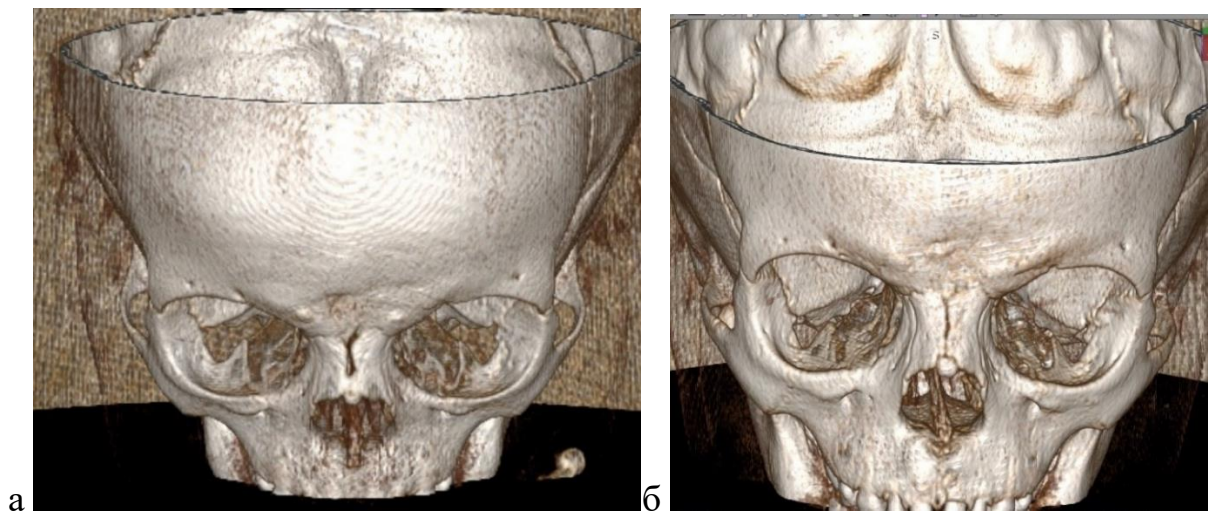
Компьютерная томограмма ОНП пациента П., 3 лет с диагнозом: Дермодная киста наружного носа, осложненная остеомиелитом костей носа справа, в 3Д режиме: а — до операции; б — через 12 месяцев после операции
